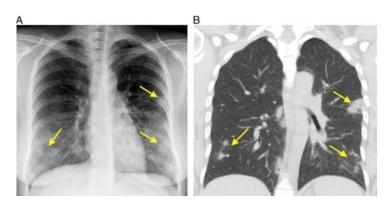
Hallazgos típicos en radiografías de tórax en pacientes diagnosticados con neumonía por COVID-19. (A) radiografía de una mujer de 29 años diagnosticada con COVID-19 presentando sintomatología de dos días de tos y diarrea, muestra una clasificación moderada ya que poseen opacidades en tres zonas pulmonares, las cuales son multifocales de apariencia esférica en la parte media y baja de los pulmones con una distribución periférica. (B) en el corte coronal se aprecian las imágenes correspondientes a imágenes en vidrio esmerilado y las consolidaciones pulmonares se encuentran señaladas por las flechas. (Imagen Obtenida de Litmanovich et al., 2020: Review of Chest radiograph findings of COVID-19 Pneumonia and Suggested Reporting Language).
